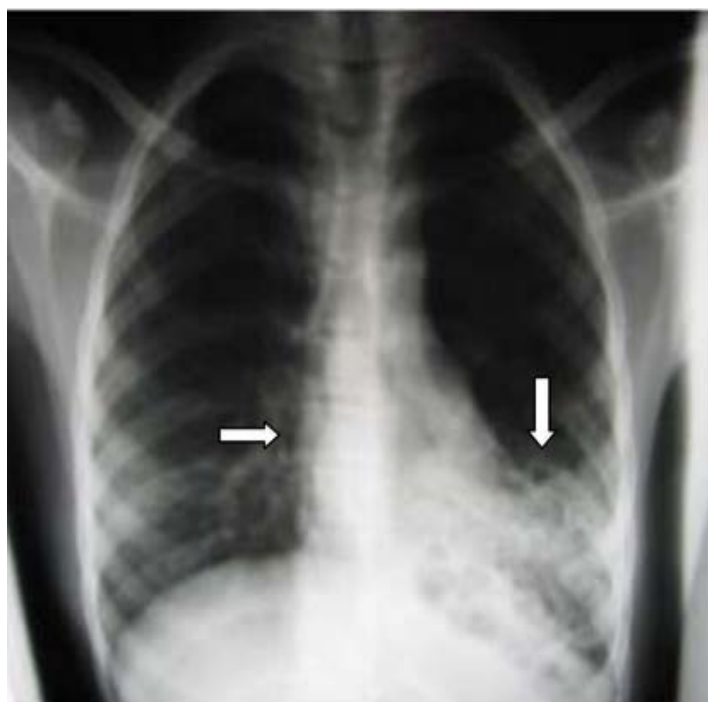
Radiographies thoraciques standards et leurs corrélations avec l'étiologies
